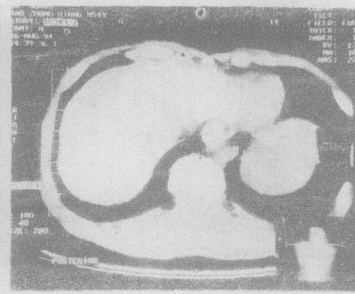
图 7 同一病例,PSPG-LP 术后 48 小时 CT 扫描,病灶内因无碘油进入,分界更清楚。
